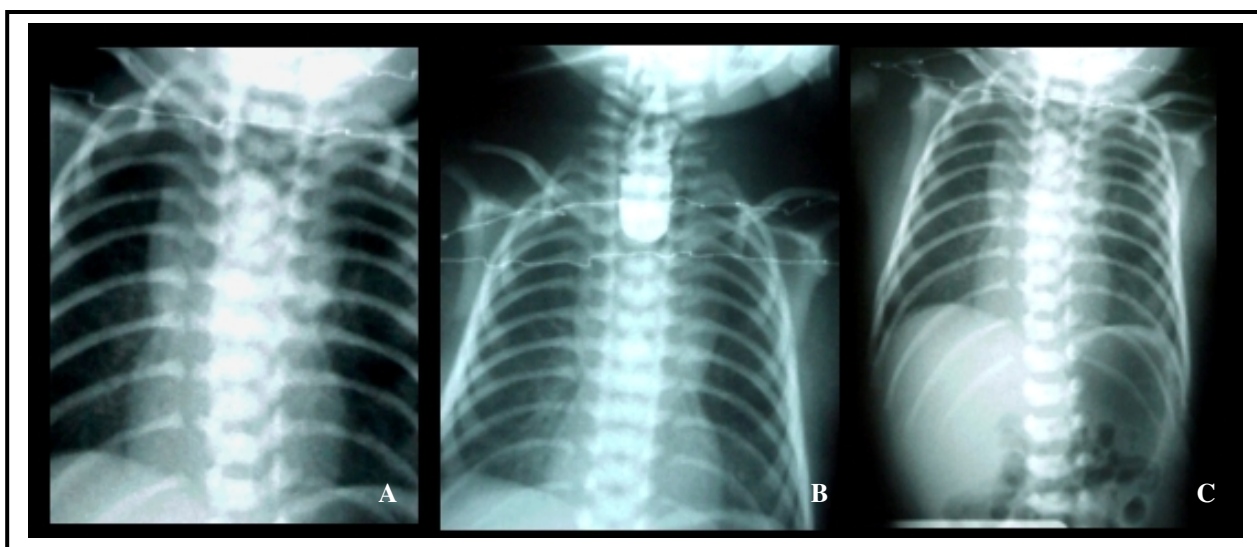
Radiografias simples de tórax antero-posterior (A), mostrando imagem de ar ao nível das Clavículas, sugestiva de diagnóstico de AE proximal. Em B, com a utilização de meio de contraste iodado hidrossolúvel não iônico confirma-se o diagnóstico de AE proximal. Em (C) evidencia-se presença de ar no abdome (estômago), determinando o
